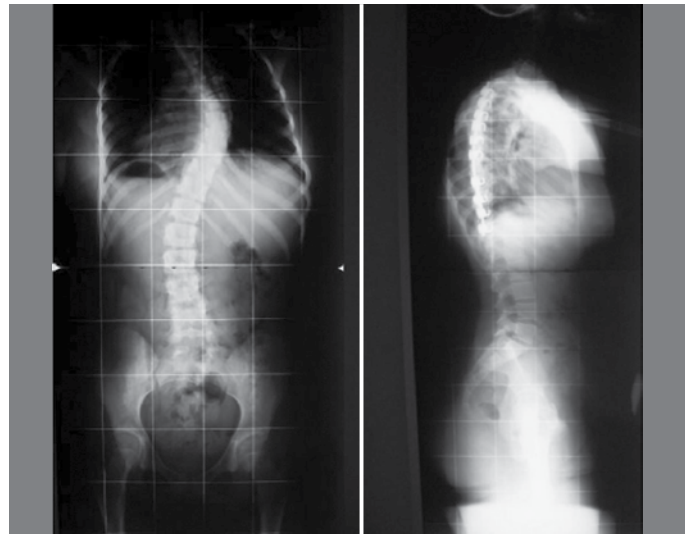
Radiografías post hemiatrodesis posterior instrumentada del mismo caso.
